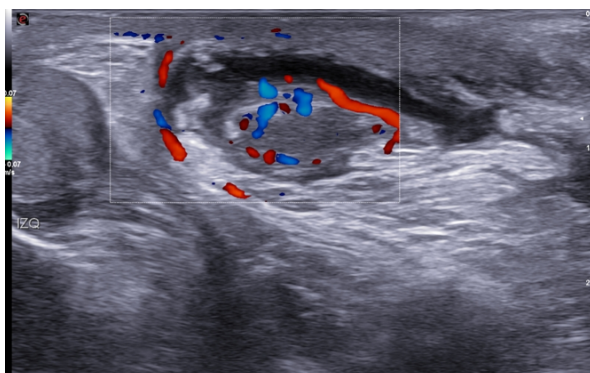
Ecografía de teste izquierdo donde se aprecia engrosamiento de las cubiertas escrotales y signo de la fuente sospechando edema escrotal agudo idiopático.
